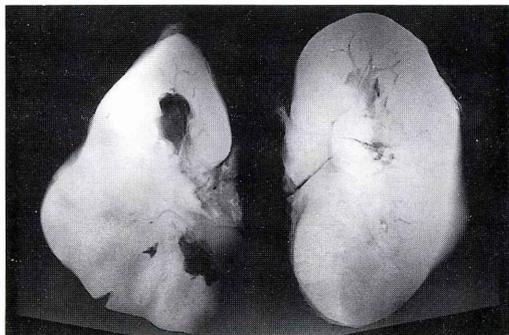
両側腎のスライスを作り軟X線により撮影。左が左腎、右が右腎を示す。
